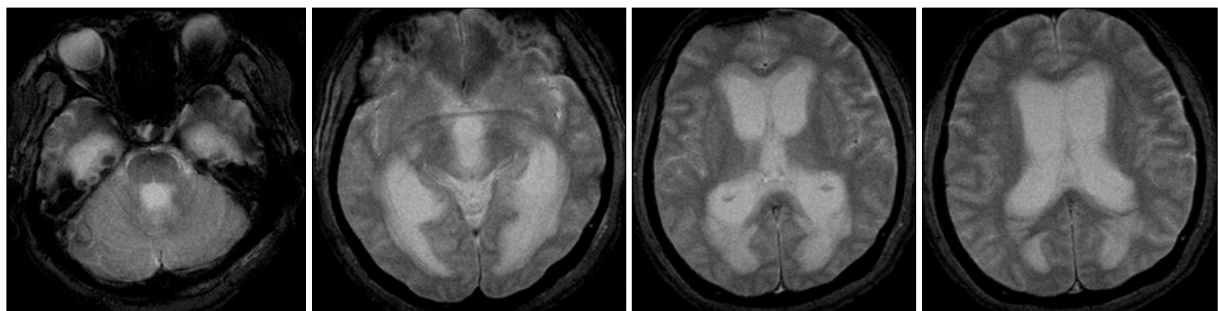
Diffusion magnetic resonance image after seizure and mental change. Diffuse enlargements of both lateral ventricle and 3rd ventricle enlargement were identified, which were compatible with acute hydrocephalus.
